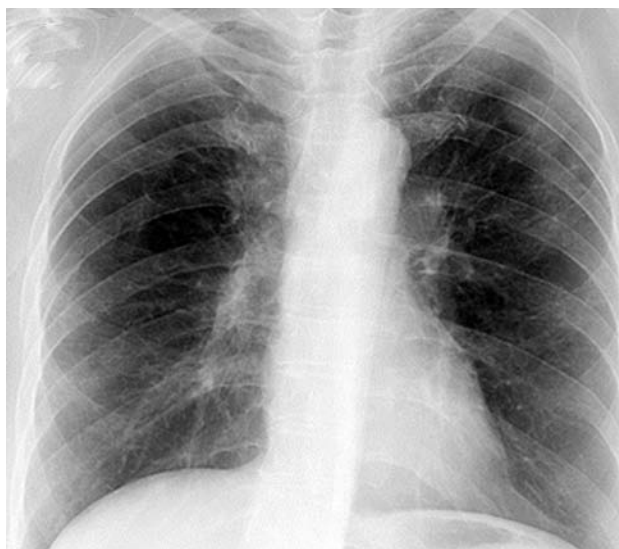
Обзорная рентгенограмма органов грудной клетки пациентки от 26.04.2012 г.
